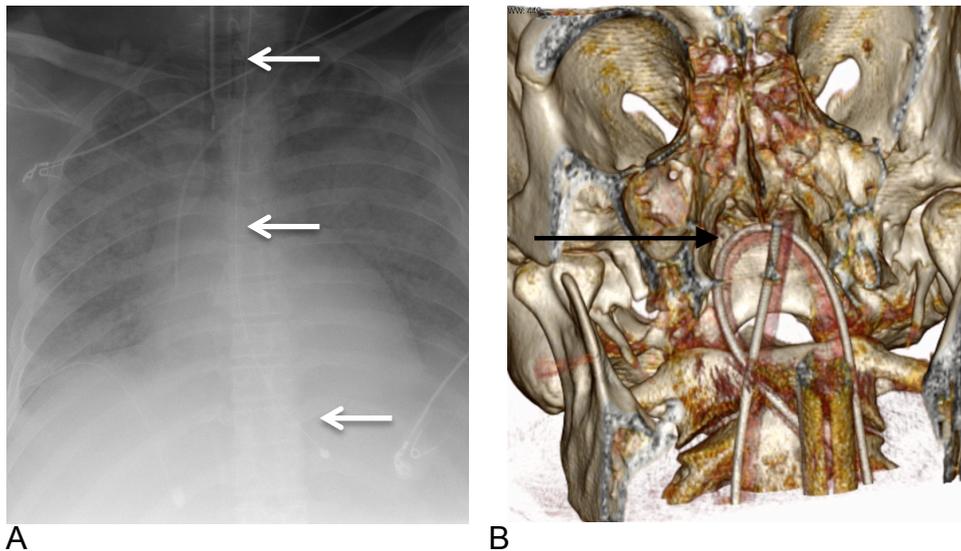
A,B: Schlaufe mit Umschlag im Nasopharynx mit Vergleich der prä-mortalen Röntgenuntersuchung und des PMCT. A: In der Klinik aufgenommene konventionelle Röntgen-Thorax Untersuchung im Liegen mit markierter Magensonde, ohne Schlauffennachweis. B: coronare 3D-Rekonstruktion im PMCT. Die Röntgenuntersuchung wurde am Todestag durchgeführt.
